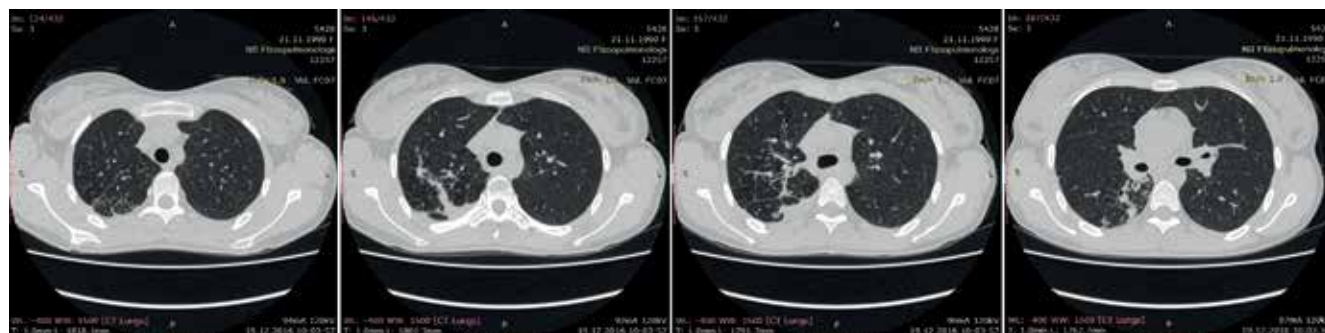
Пациентка К., МСКТ грудной клетки от 19.12.2016 г. Выраженная положительная динамика, закрытие полости деструкции. Описание в тексте
